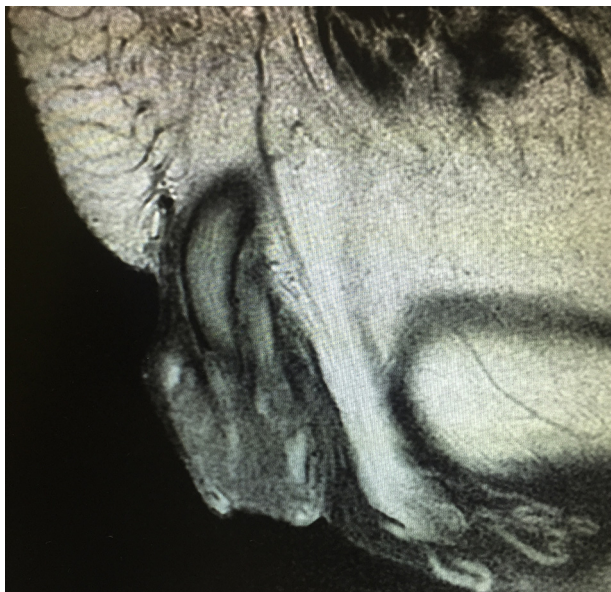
Resonancia magnética. Identificación de la lesión en pene.
